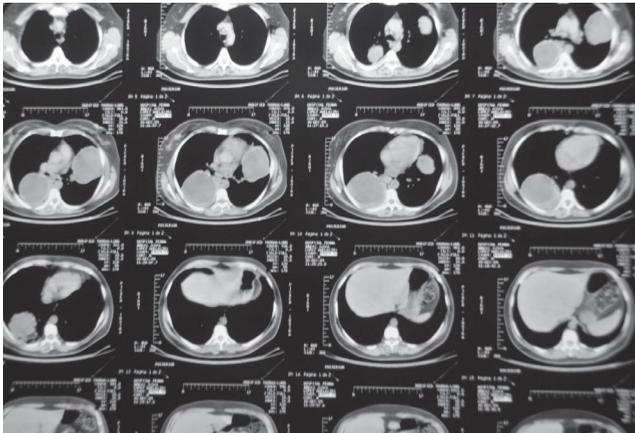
Tomografía Axial Computarizada. El estudio confirma lo mostrado por las radiografías precedentes.
